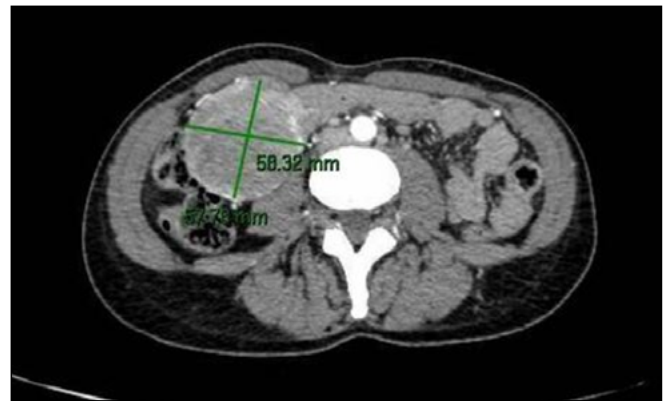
TC abdominal corte axial: masa sólida en mesogastrio-flanco derecho de 5,8 x 5,8 x 6,9 cm.
